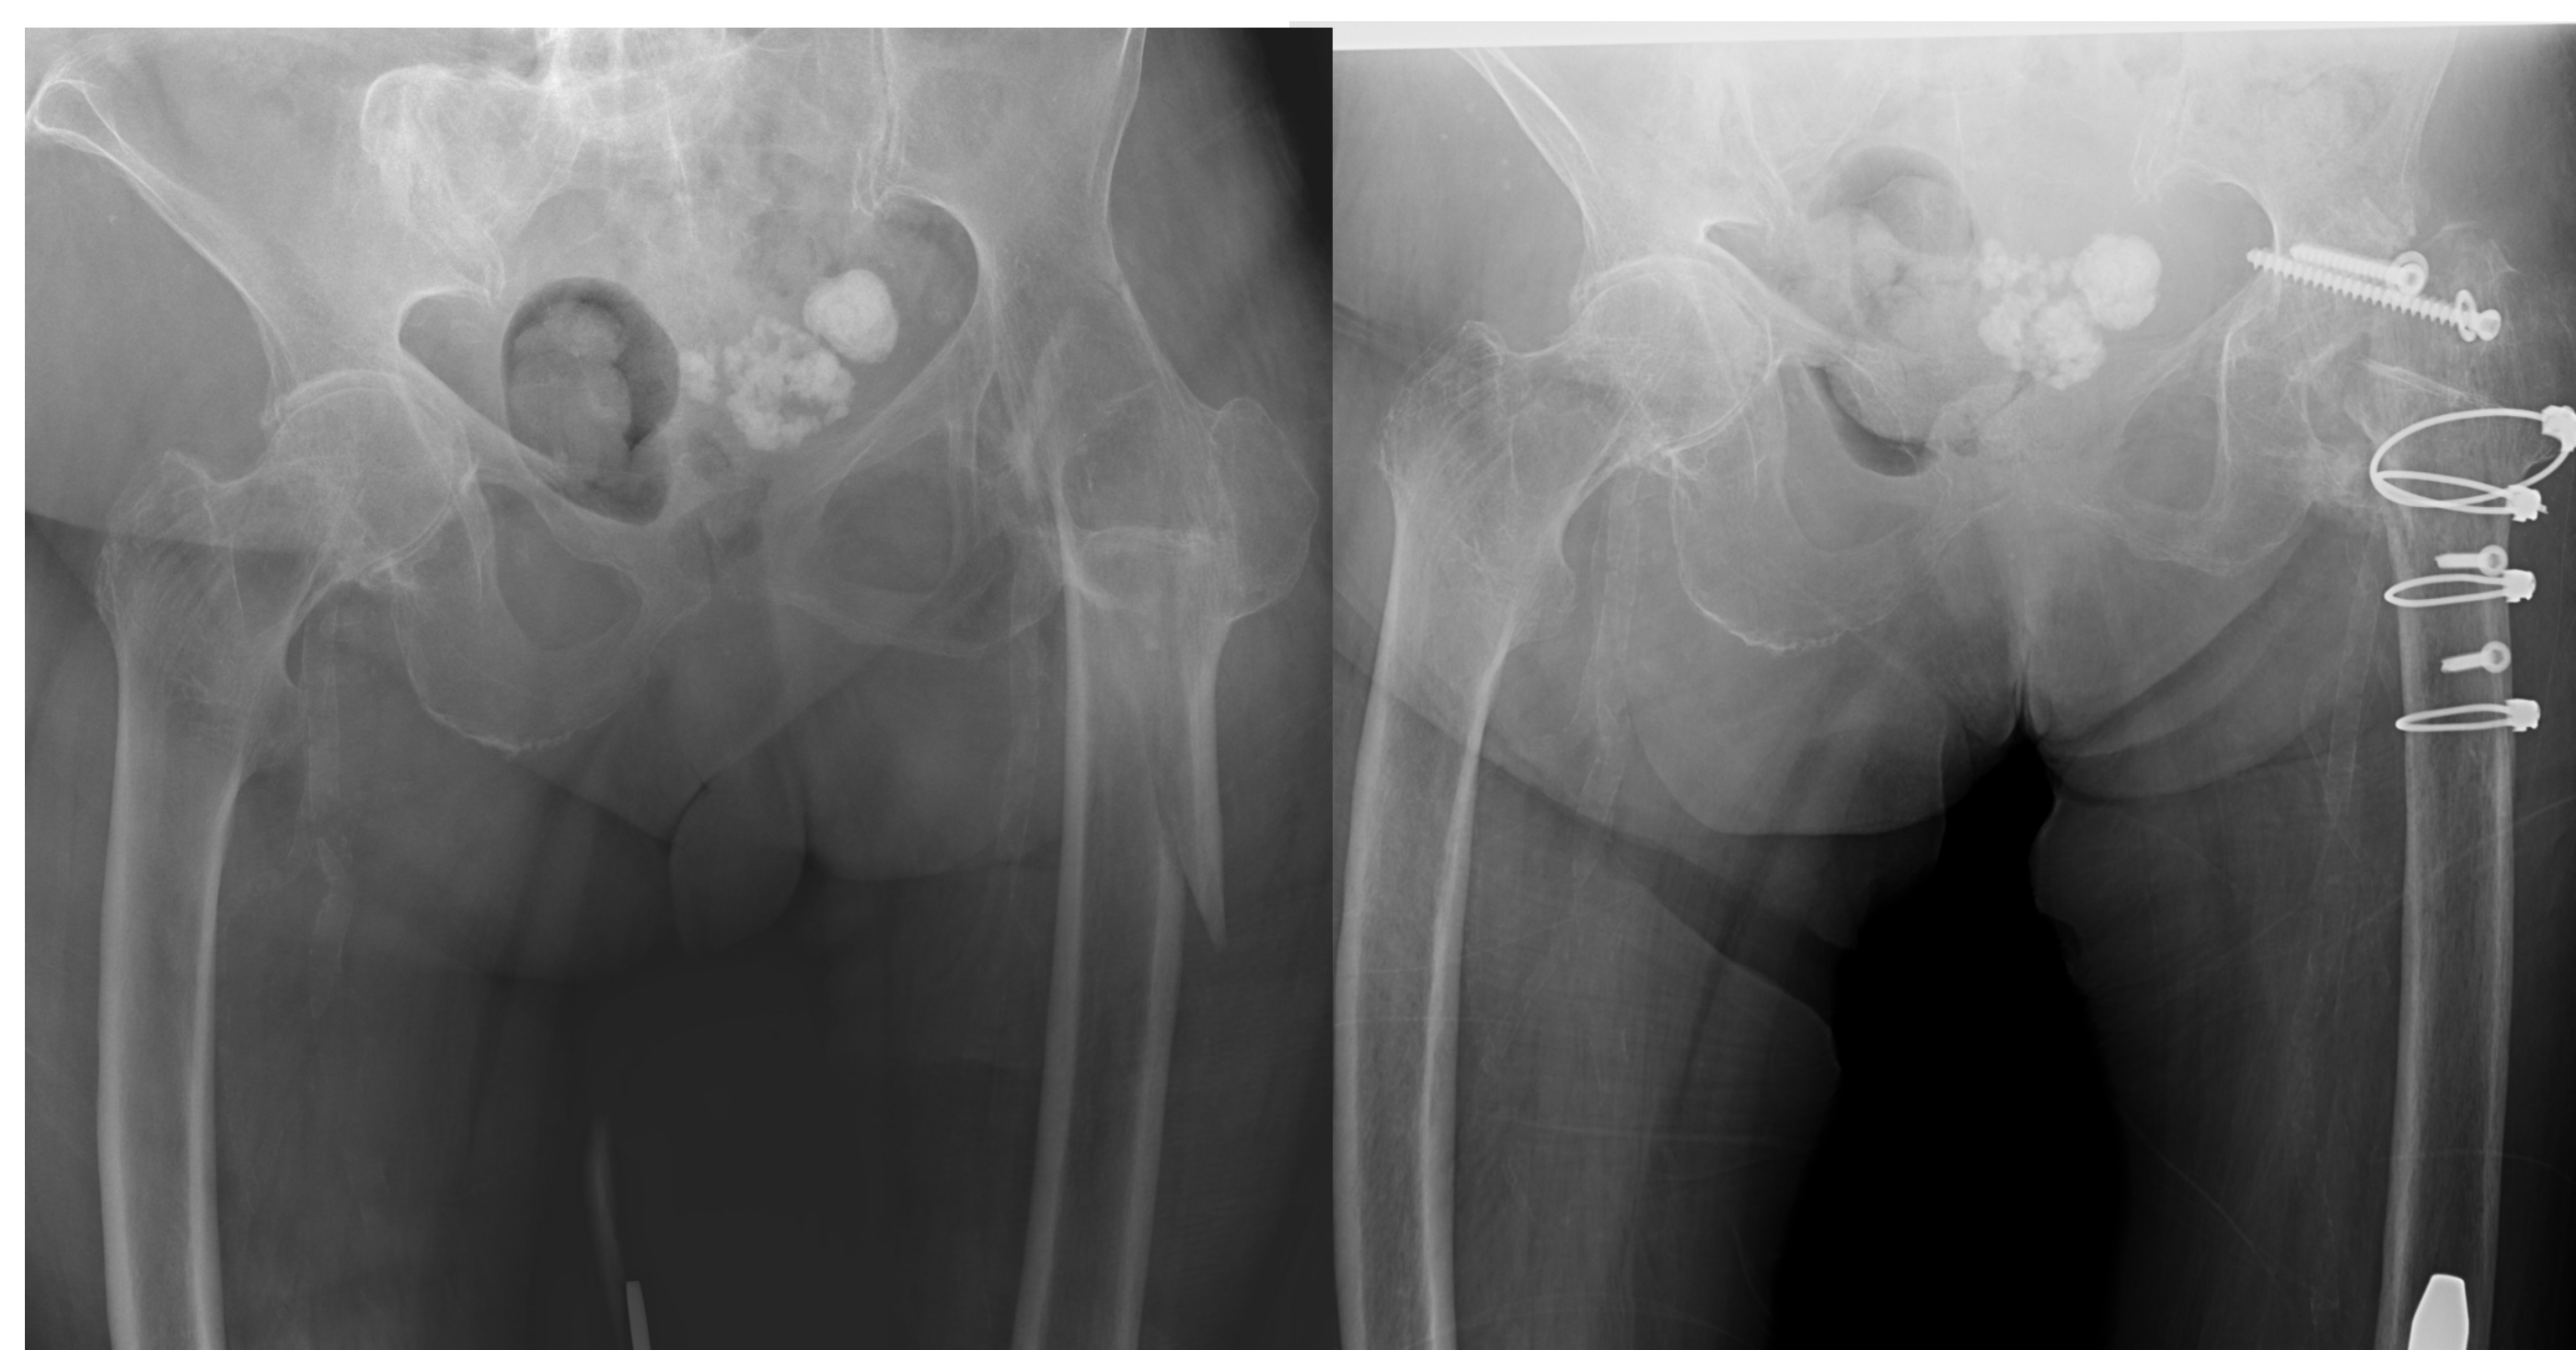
Radiografía Simple AP pelvis-caderas preIQ.
